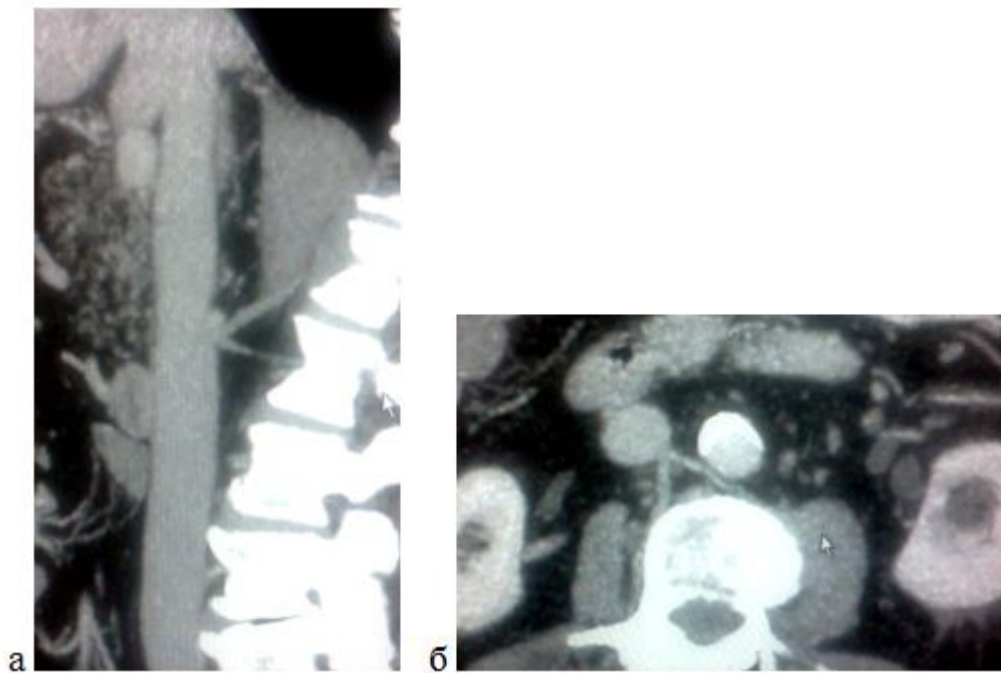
МСКТ нижньої порожнистої вени. Варіанти злиття поперекових вен інфраренального відділу НПВ: а) сагітальна реконструкція демонструє злиття двох верхніх поперекових вен справа; б) аксіальна томограма представляє злиття першої правої та лівої поперекових вен
